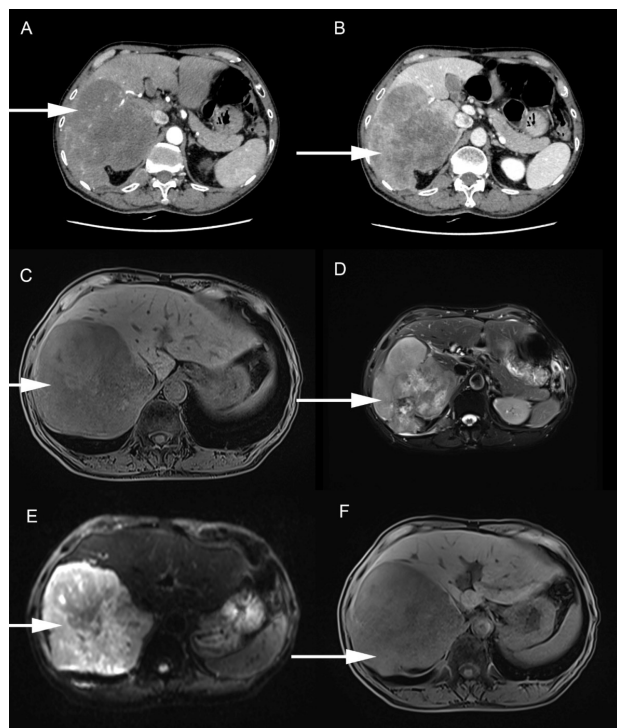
转移性肝脏神经内分泌肿瘤影像学表现(30号患者) A: 巨大分叶状肿块, 边界清晰, 周围见假包膜征, 增强扫描呈明显不均匀强化, 动脉期病灶见结节状强化; B: 门脉期强化减弱; C、D: 长T1 稍长T2 信号影, 增强扫描呈“快进快出”强化特征, 动脉期病灶可见结节状强化; E: 弥散加权成像(diffusion-weighted imaging, DWI); F: 普美显未见摄取
